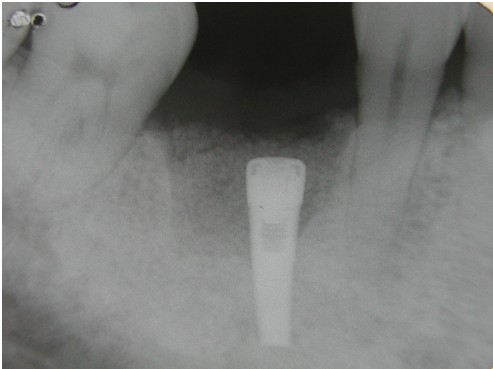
Immediate postoperative periapical view shows the implant fixture and grafted materials.
